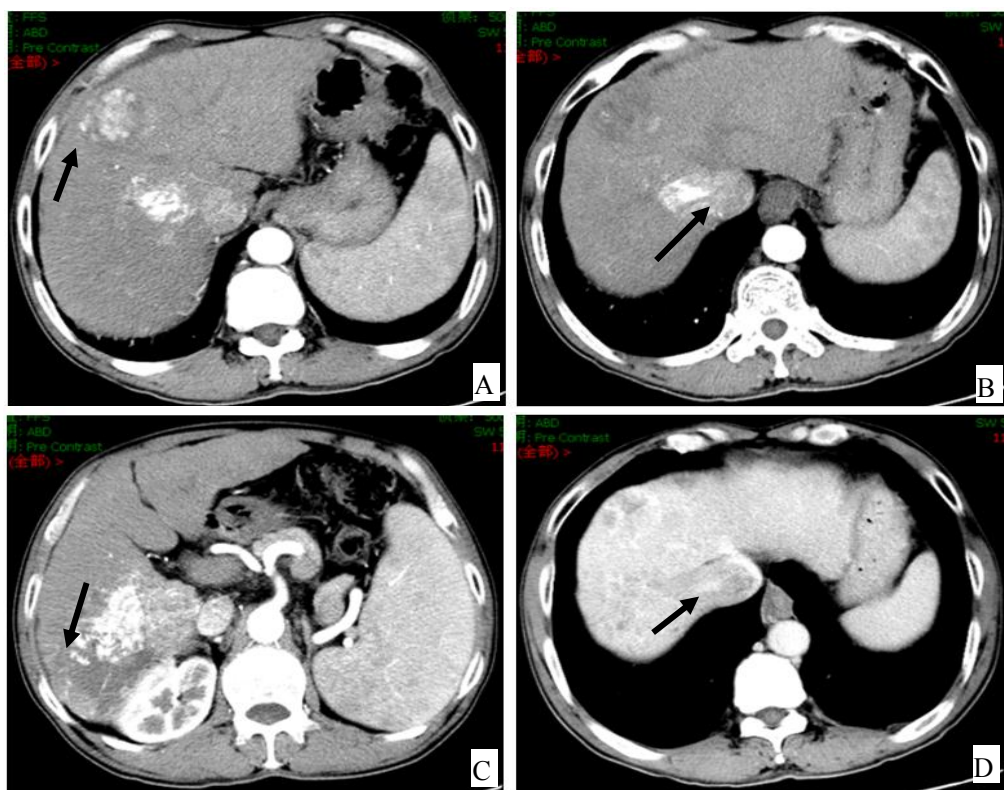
患者TACE术后于2011年7月12日复查腹部增强CT
